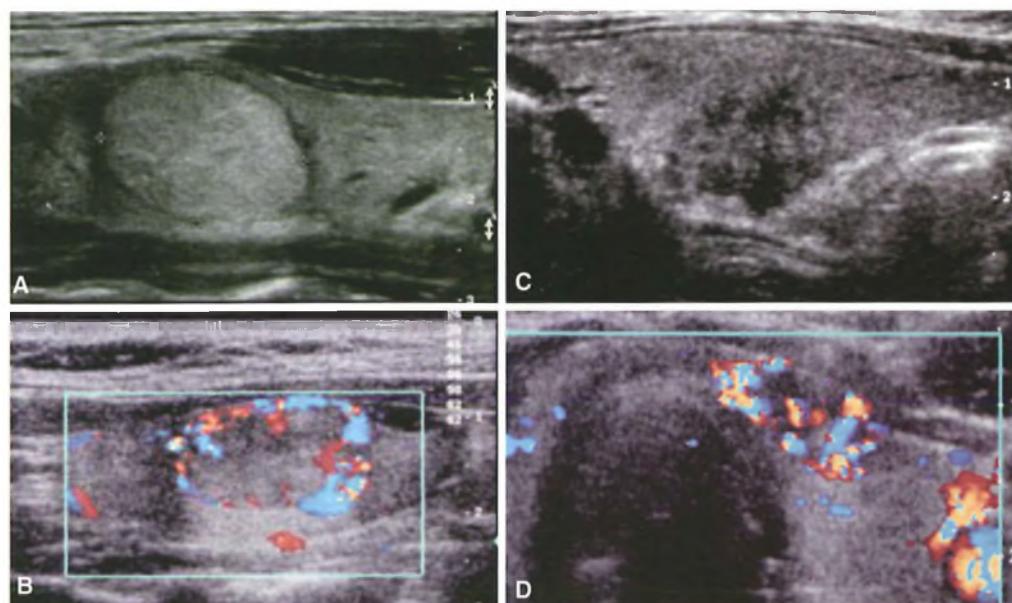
Ecotomografia della ghiandola tiroide in quattro casi caratterizzati da differenti margini e vascolarizzazione: A-B) la presenza di margini netti e la vascolarizzazione perilesionale depongono per benignità; C-D) margini sfumati e vascolarizzazione intralesionale per malignità.
